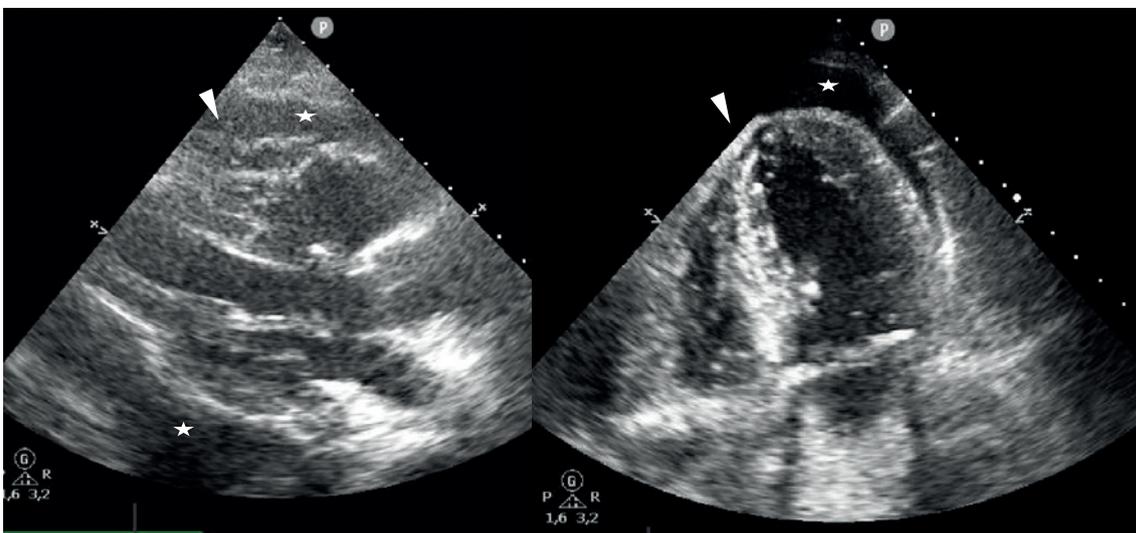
Ecocardiograma transtorácico. Izquierda: Paraesternal eje largo con derrame pericárdico (estrellas)
